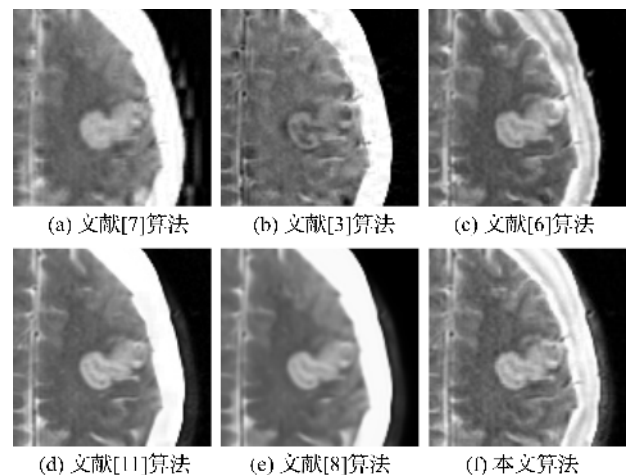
急性脑卒中患者脑部 CT/MRI 医学图像融合结果的局部区域
